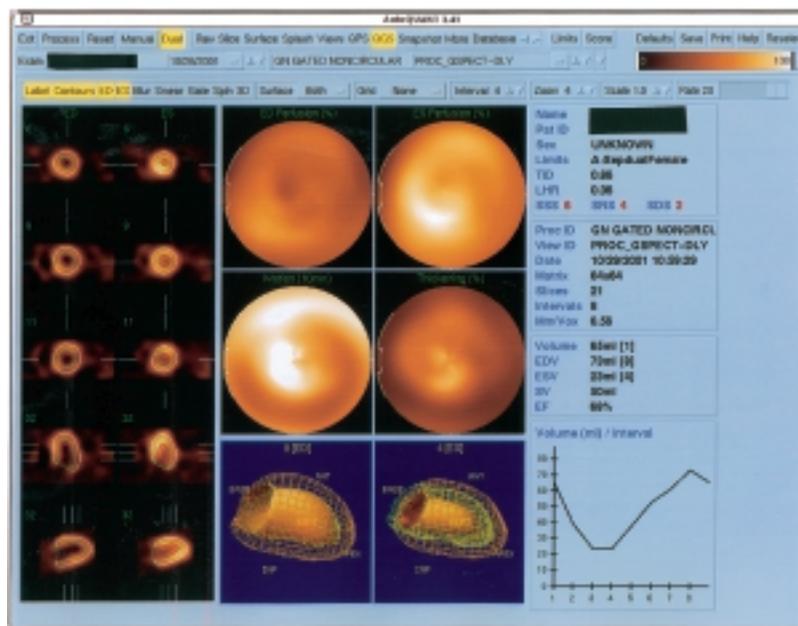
Esempio di report gated SPECT secondo il metodo del Cedars Sinai Medical Center³. Da sinistra, prima colonna (dall'alto in basso): sezioni asse corto e asse lungo in telediastole; seconda colonna, sezioni asse corto e asse lungo in telesistole; terza colonna: mappa polare della perfusione in telediastole (in alto), mappa polare della cinetica parietale (al centro), rappresentazione tridimensionale del ventricolo sinistro in telediastole (in basso); quarta colonna: mappa polare della perfusione in telesistole (in alto), mappa polare dell'ispessimento parietale regionale (al centro), rappresentazione tridimensionale del ventricolo sinistro in telesistole (in basso). A fianco: risultati delle misurazioni volumetriche e della FE e curva volume/tempo ventricolare sinistra. ED = telediastolica; ES = telesistolica; SV = gittata sistolica. Altre abbreviazioni come in figura 1.
